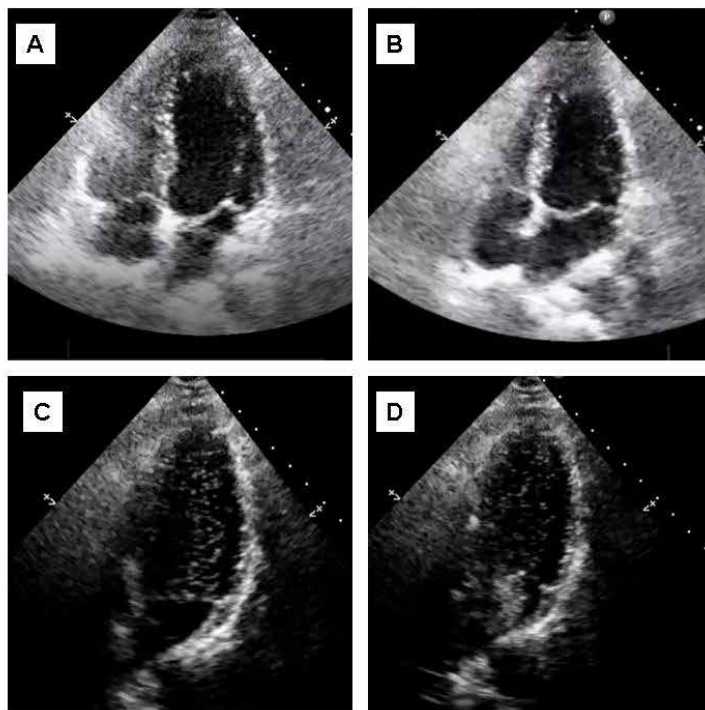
Segundo ecocardiograma transtorácico. A y B: Desaparición de trombo intraauricular. C y D: Ecocardiograma con contraste que confirma presencia de foramen oval permeable.
